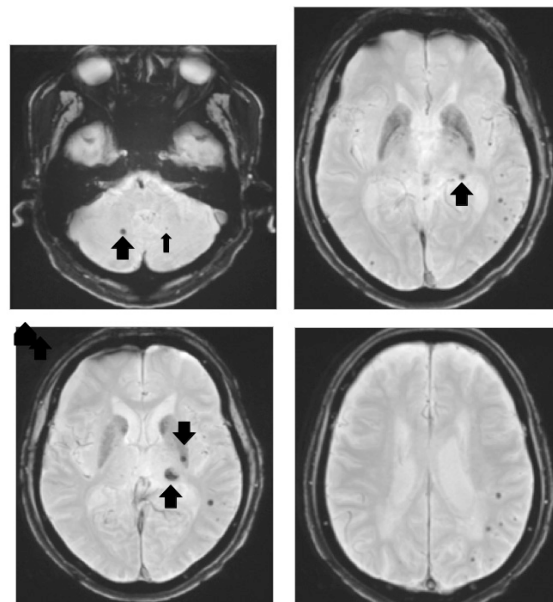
The fourth cranial MRI scan performed in X+3 (Case A) Although no changes were seen on FLAIR imaging, T2* imaging showed that the number of CMB had further increased and that CMB were now present in the deep areas such as the cerebellum, basal ganglia and thalamus, which are seldom observed in cases with cerebral amyloid angiopathy (black arrows).
